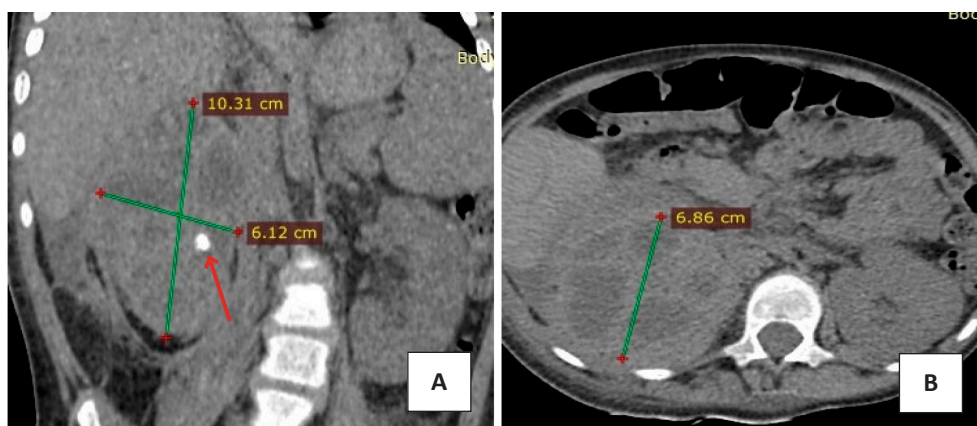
СКТ-томограмма ребёнка от 29.03.19
